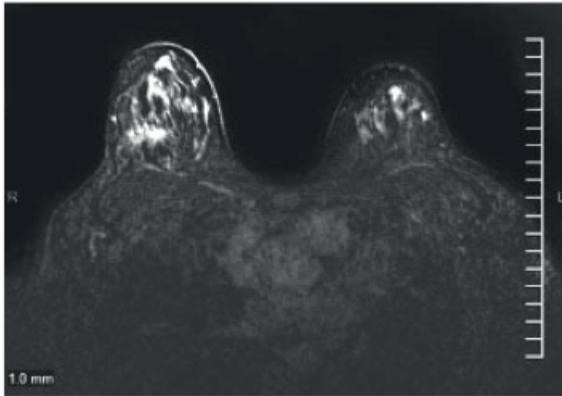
RM con contraste, técnica dinámica con sustracción.
